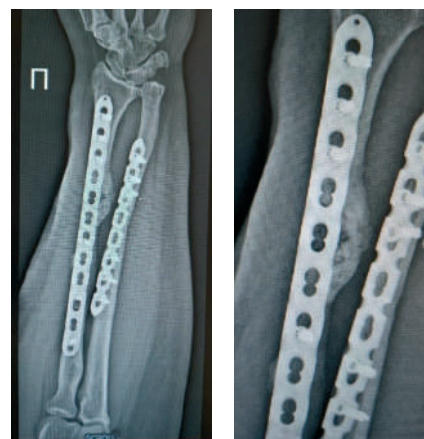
Рентгенограмма через 6 месяцев
